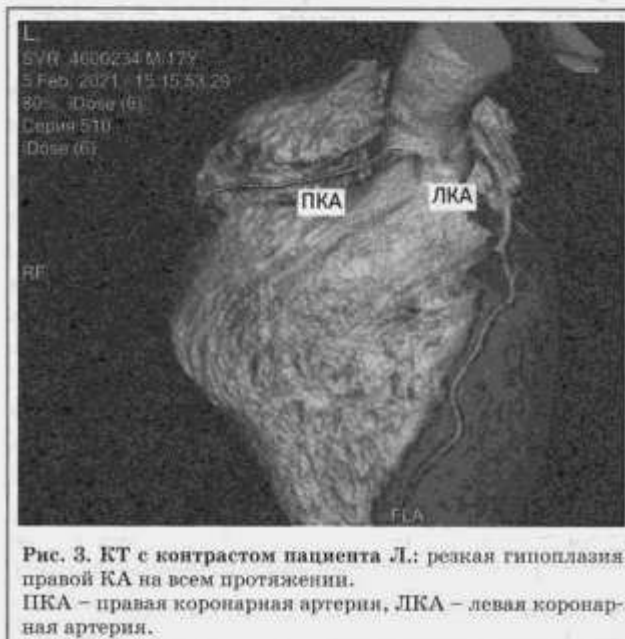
КТ с контрастом пациента Л.: резкая гипоплазия правой КА на всем протяжении. ПКА – правая коронарная артерия, ЛКА – левая коронарная артерия.
